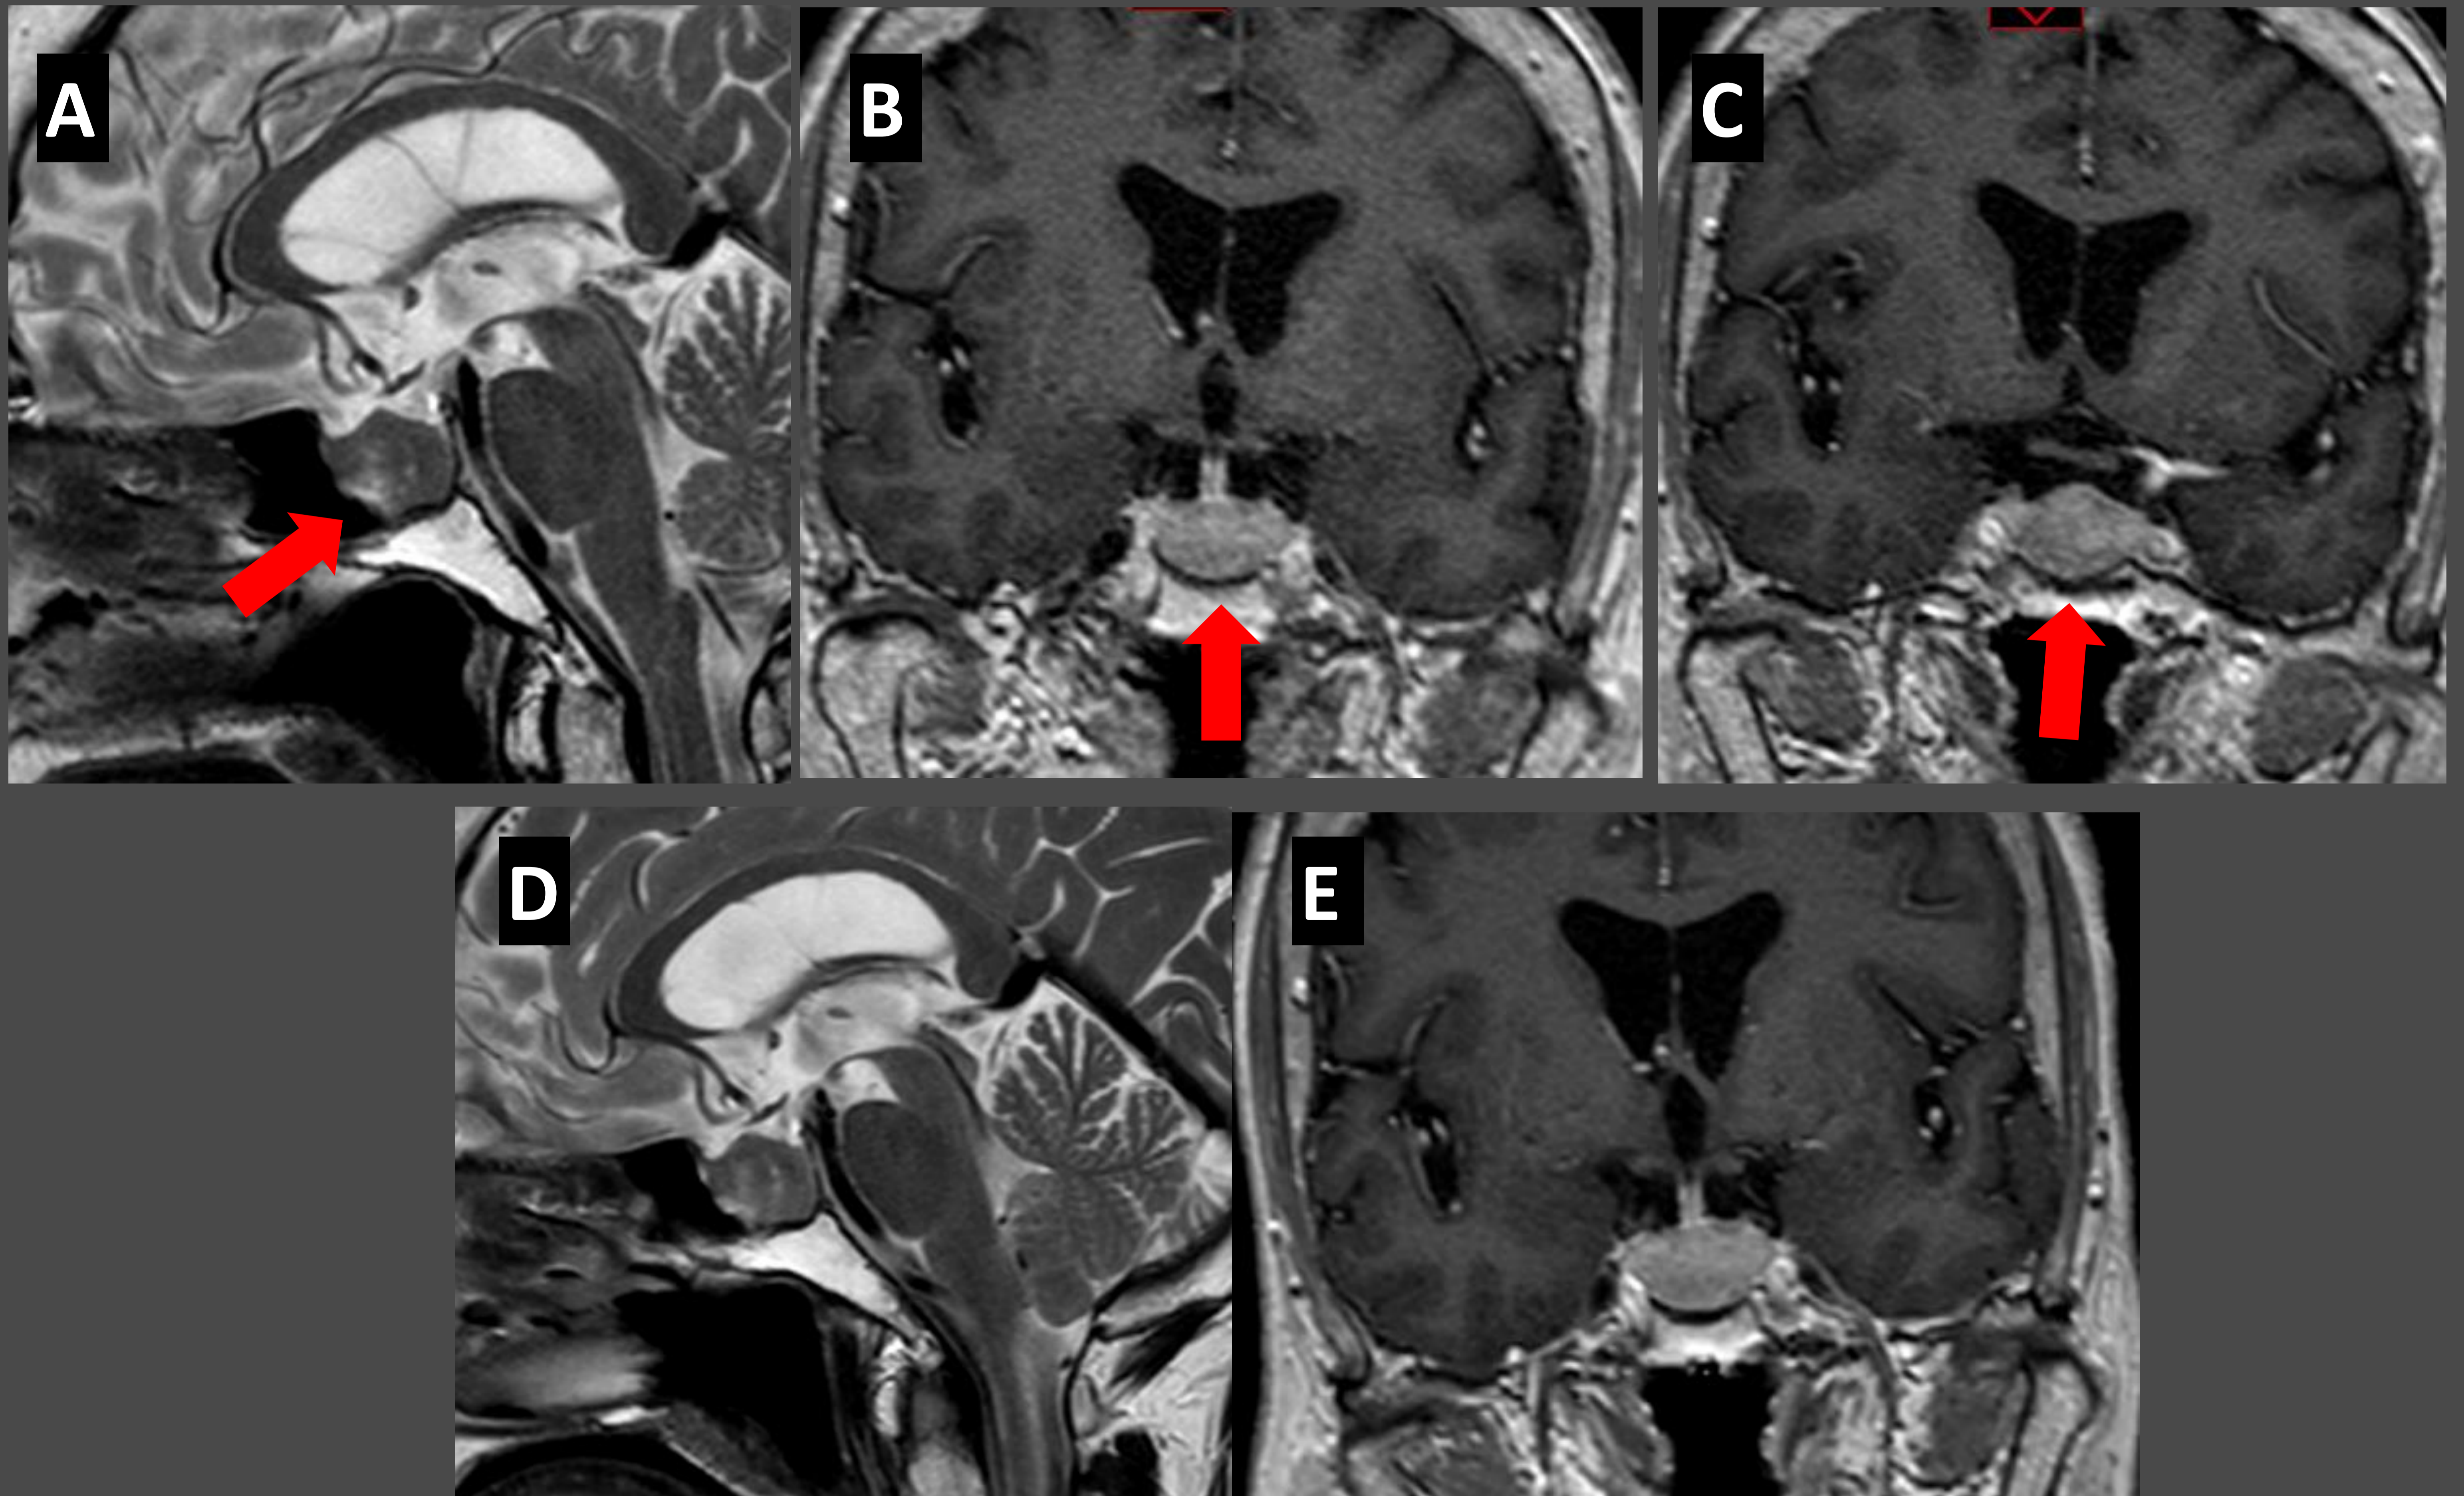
Macroadenoma productor de TSH (tumor hipofisario muy infrecuente). RM de hipófisis en el diagnóstico (A,B,C) y control (D,E) 18 meses tras inicio del tratamiento. Se identifica una masa sólida selar, sin invasión de senos cavernosos ni compresión del quiasma óptico, con agrandamiento selar grado 2 de Hardy (flecha roja). Tras tratamiento farmacológico con octreotide (análogo de somatostatina) la lesión permanece estable.
